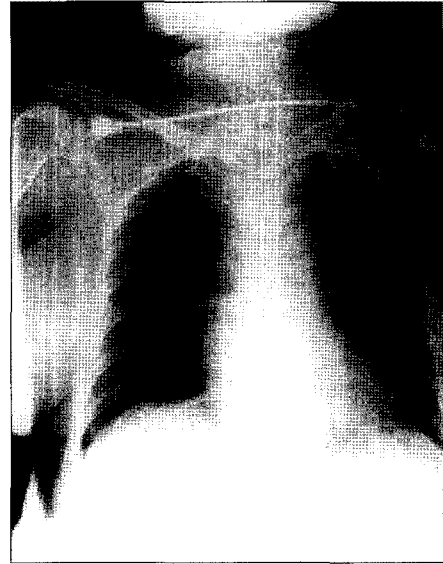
Chest roentgenogram shows upper mediastinal widening.
